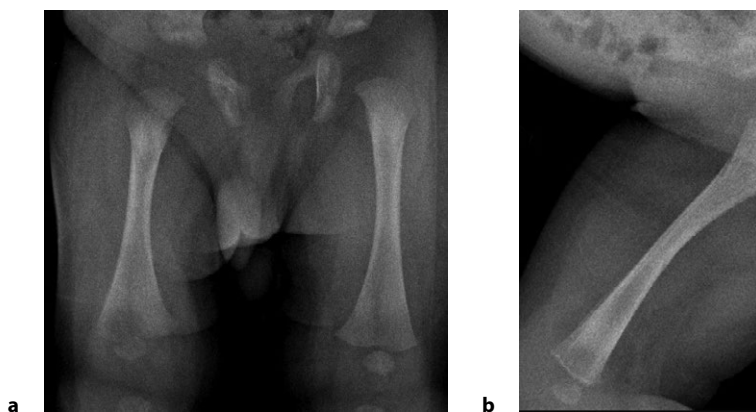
Пациент С. (5 суток с начала заболевания): а – рентгенография бедренных костей в прямой проекции; б – рентгенография правой бедренной кости в боковой проекции
